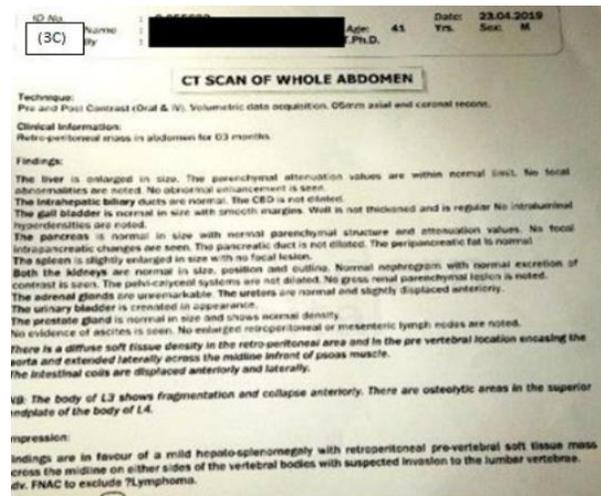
3A y 3B) Ecografía (5/3/2019). 3C) Tomografía computarizada (23/4/2019) del abdomen durante el tratamiento convencional (quimioterapia). Hallazgos: El tumor persistió durante el tratamiento y la invasión de las vértebras lumbares.
